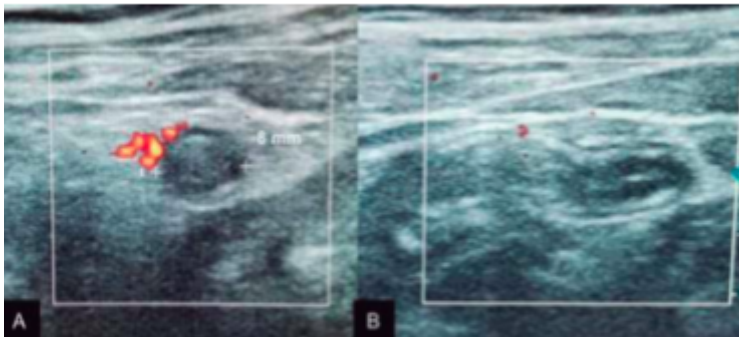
Imagen por ultrasonido en escala de grises y con aplicación del Doppler color donde se visualizan los siguientes hallazgos: Incremento en el calibre del apéndice de hasta 8 mm asociado edema submucoso adquiriendo la morfología en diana (imagen A). Respuesta vascular en la pared a la aplicación del Doppler color (imagen B).
